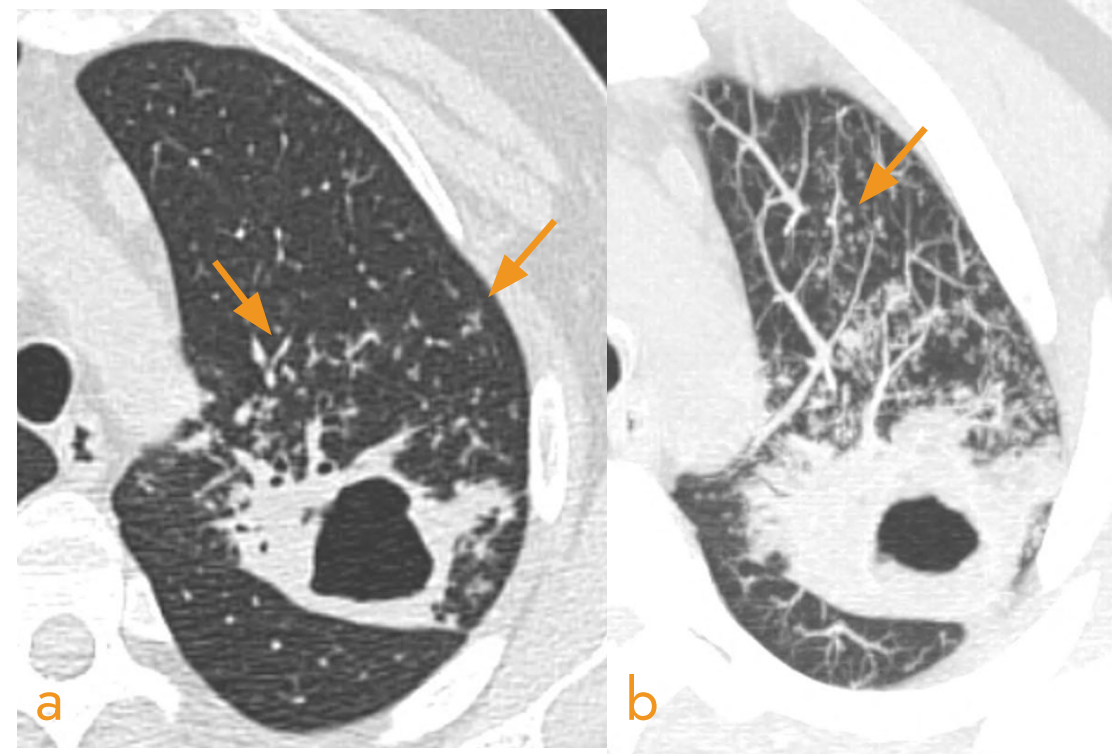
a) TC torácico axial y b) MIP. Lesión pulmonar cavitada de paredes irregulares en segmento apicoposterior del lóbulo superior izquierdo. Múltiples nódulos en árbol en brote periféricos mejor visualizados en imagen con MIP (flecha).
